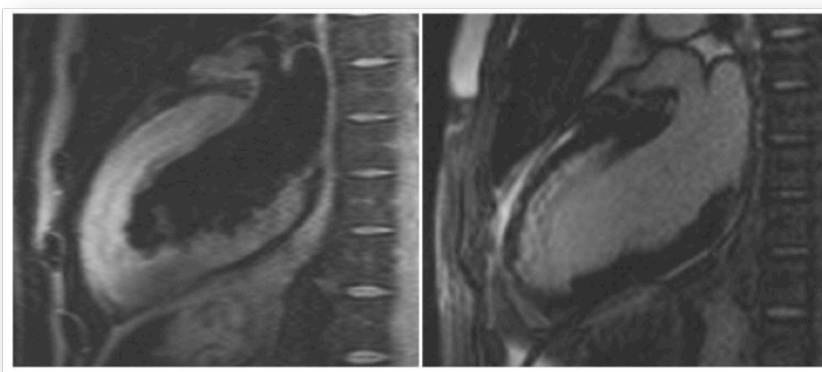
Izquierda: Imagen T2-weighted de un paciente con un IAM reperfundido mediante angioplastia primaria que muestra el edema (área en riesgo). Derecha: realce tardío del mismo paciente que demuestra una necrosis no-transmural.
